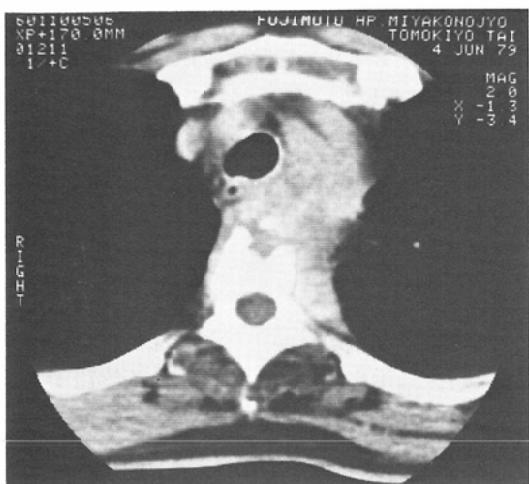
(e) CT scan shows metastatic tumor and destruction of vertebral body.
